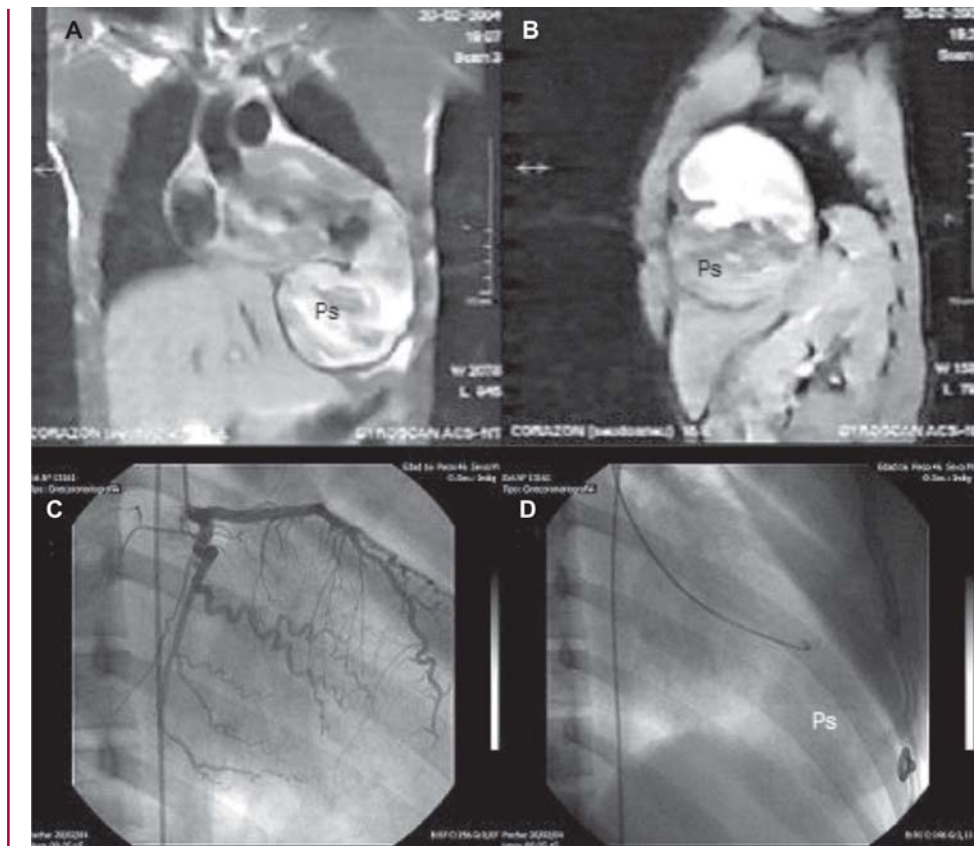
Resonancia magnética anteroposterior (A) y lateral (B) que muestra pseudoaneurisma apical (Ps) con coágulos en diferentes estadios evolutivos. C y D. Cinecoronariografía que revela arterias coronarias normales y "aneurisma" gigante en el ápex del VI.
